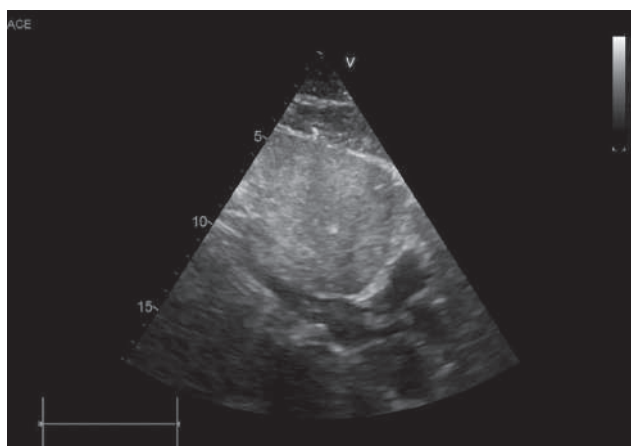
Эхокардиография, субкостальная позиция, тромб в нижней полой вене с флотацией в правое предсердие
